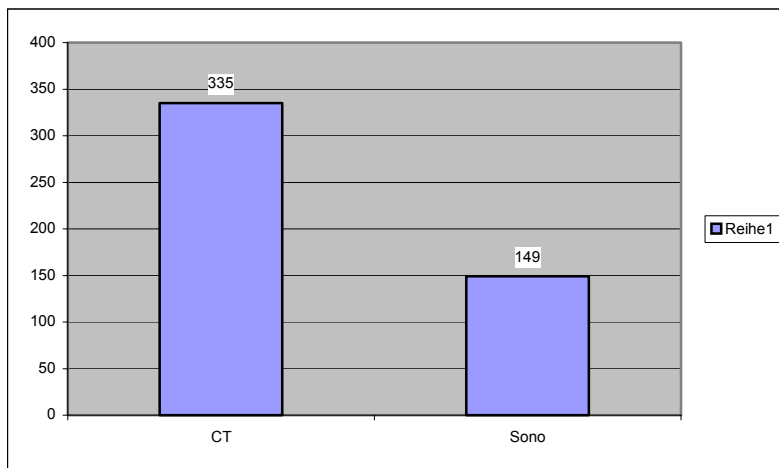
Anzahl der CT- und US- gesteuerten Punktionen
